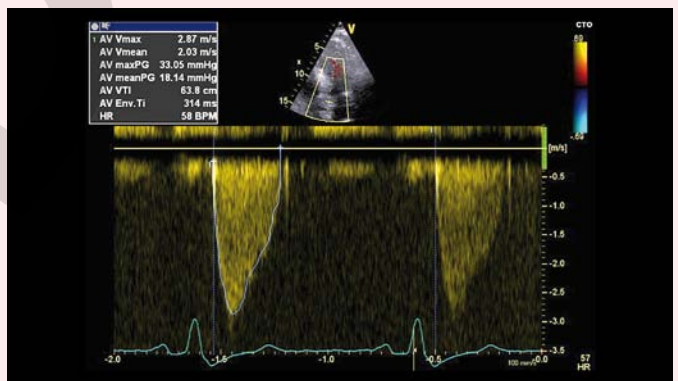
CW Doppler Signal des Blutflusses durch die aortale Bioprothese unter Antikoagulation. Die errechneten Druckgradienten (maximaler/mittlerer Gradient 33/18mmHg) haben gegenüber jenen der thrombosierten, schwer stenosierten Prothese deutlich abgenommen.
